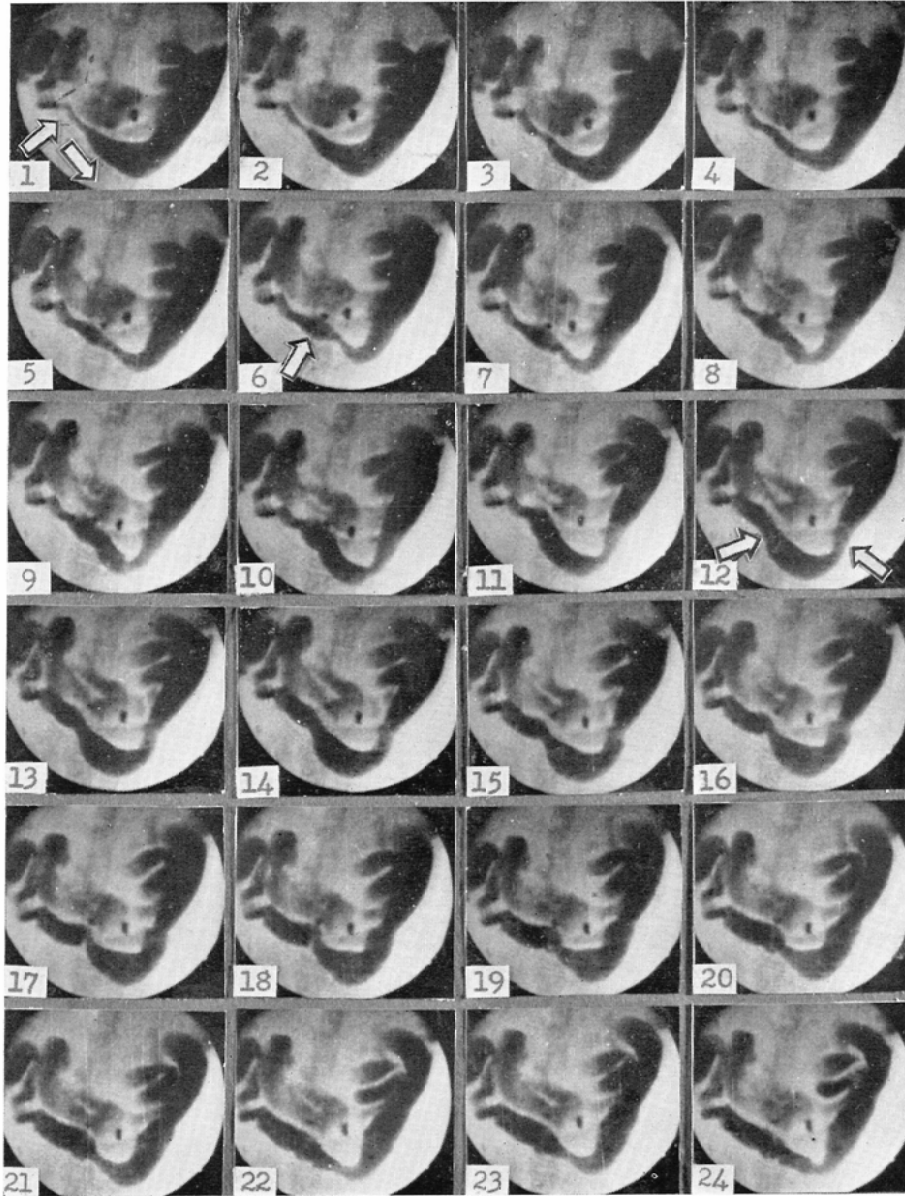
の(2) 閉塞後6時間における閉塞上部小腸X線。最も頭側のバリウムは点状をなして見られ、閉塞直上部にはバリウム陰影を見ず、頭側腸締係には→印のごとき強蠕動が発生し、その進行とともに腸内容は尾側へ輸送されるが、これと同時に逆に一部のバリウムは頭側に向かい速かに逆流する。
